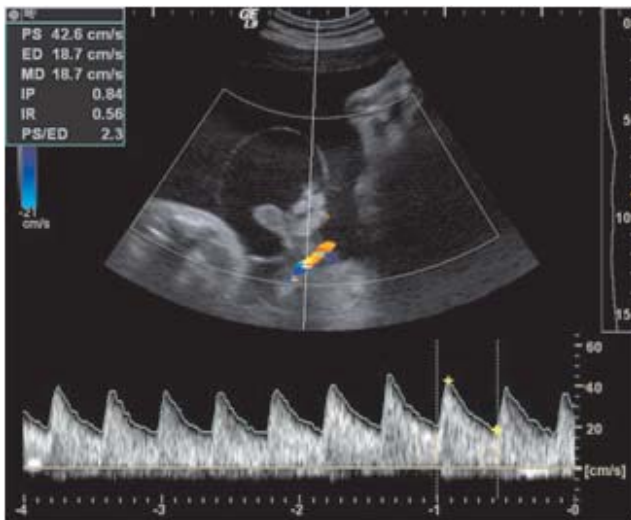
Imagen a la modalidad Doppler con índice de resistencia normal.
